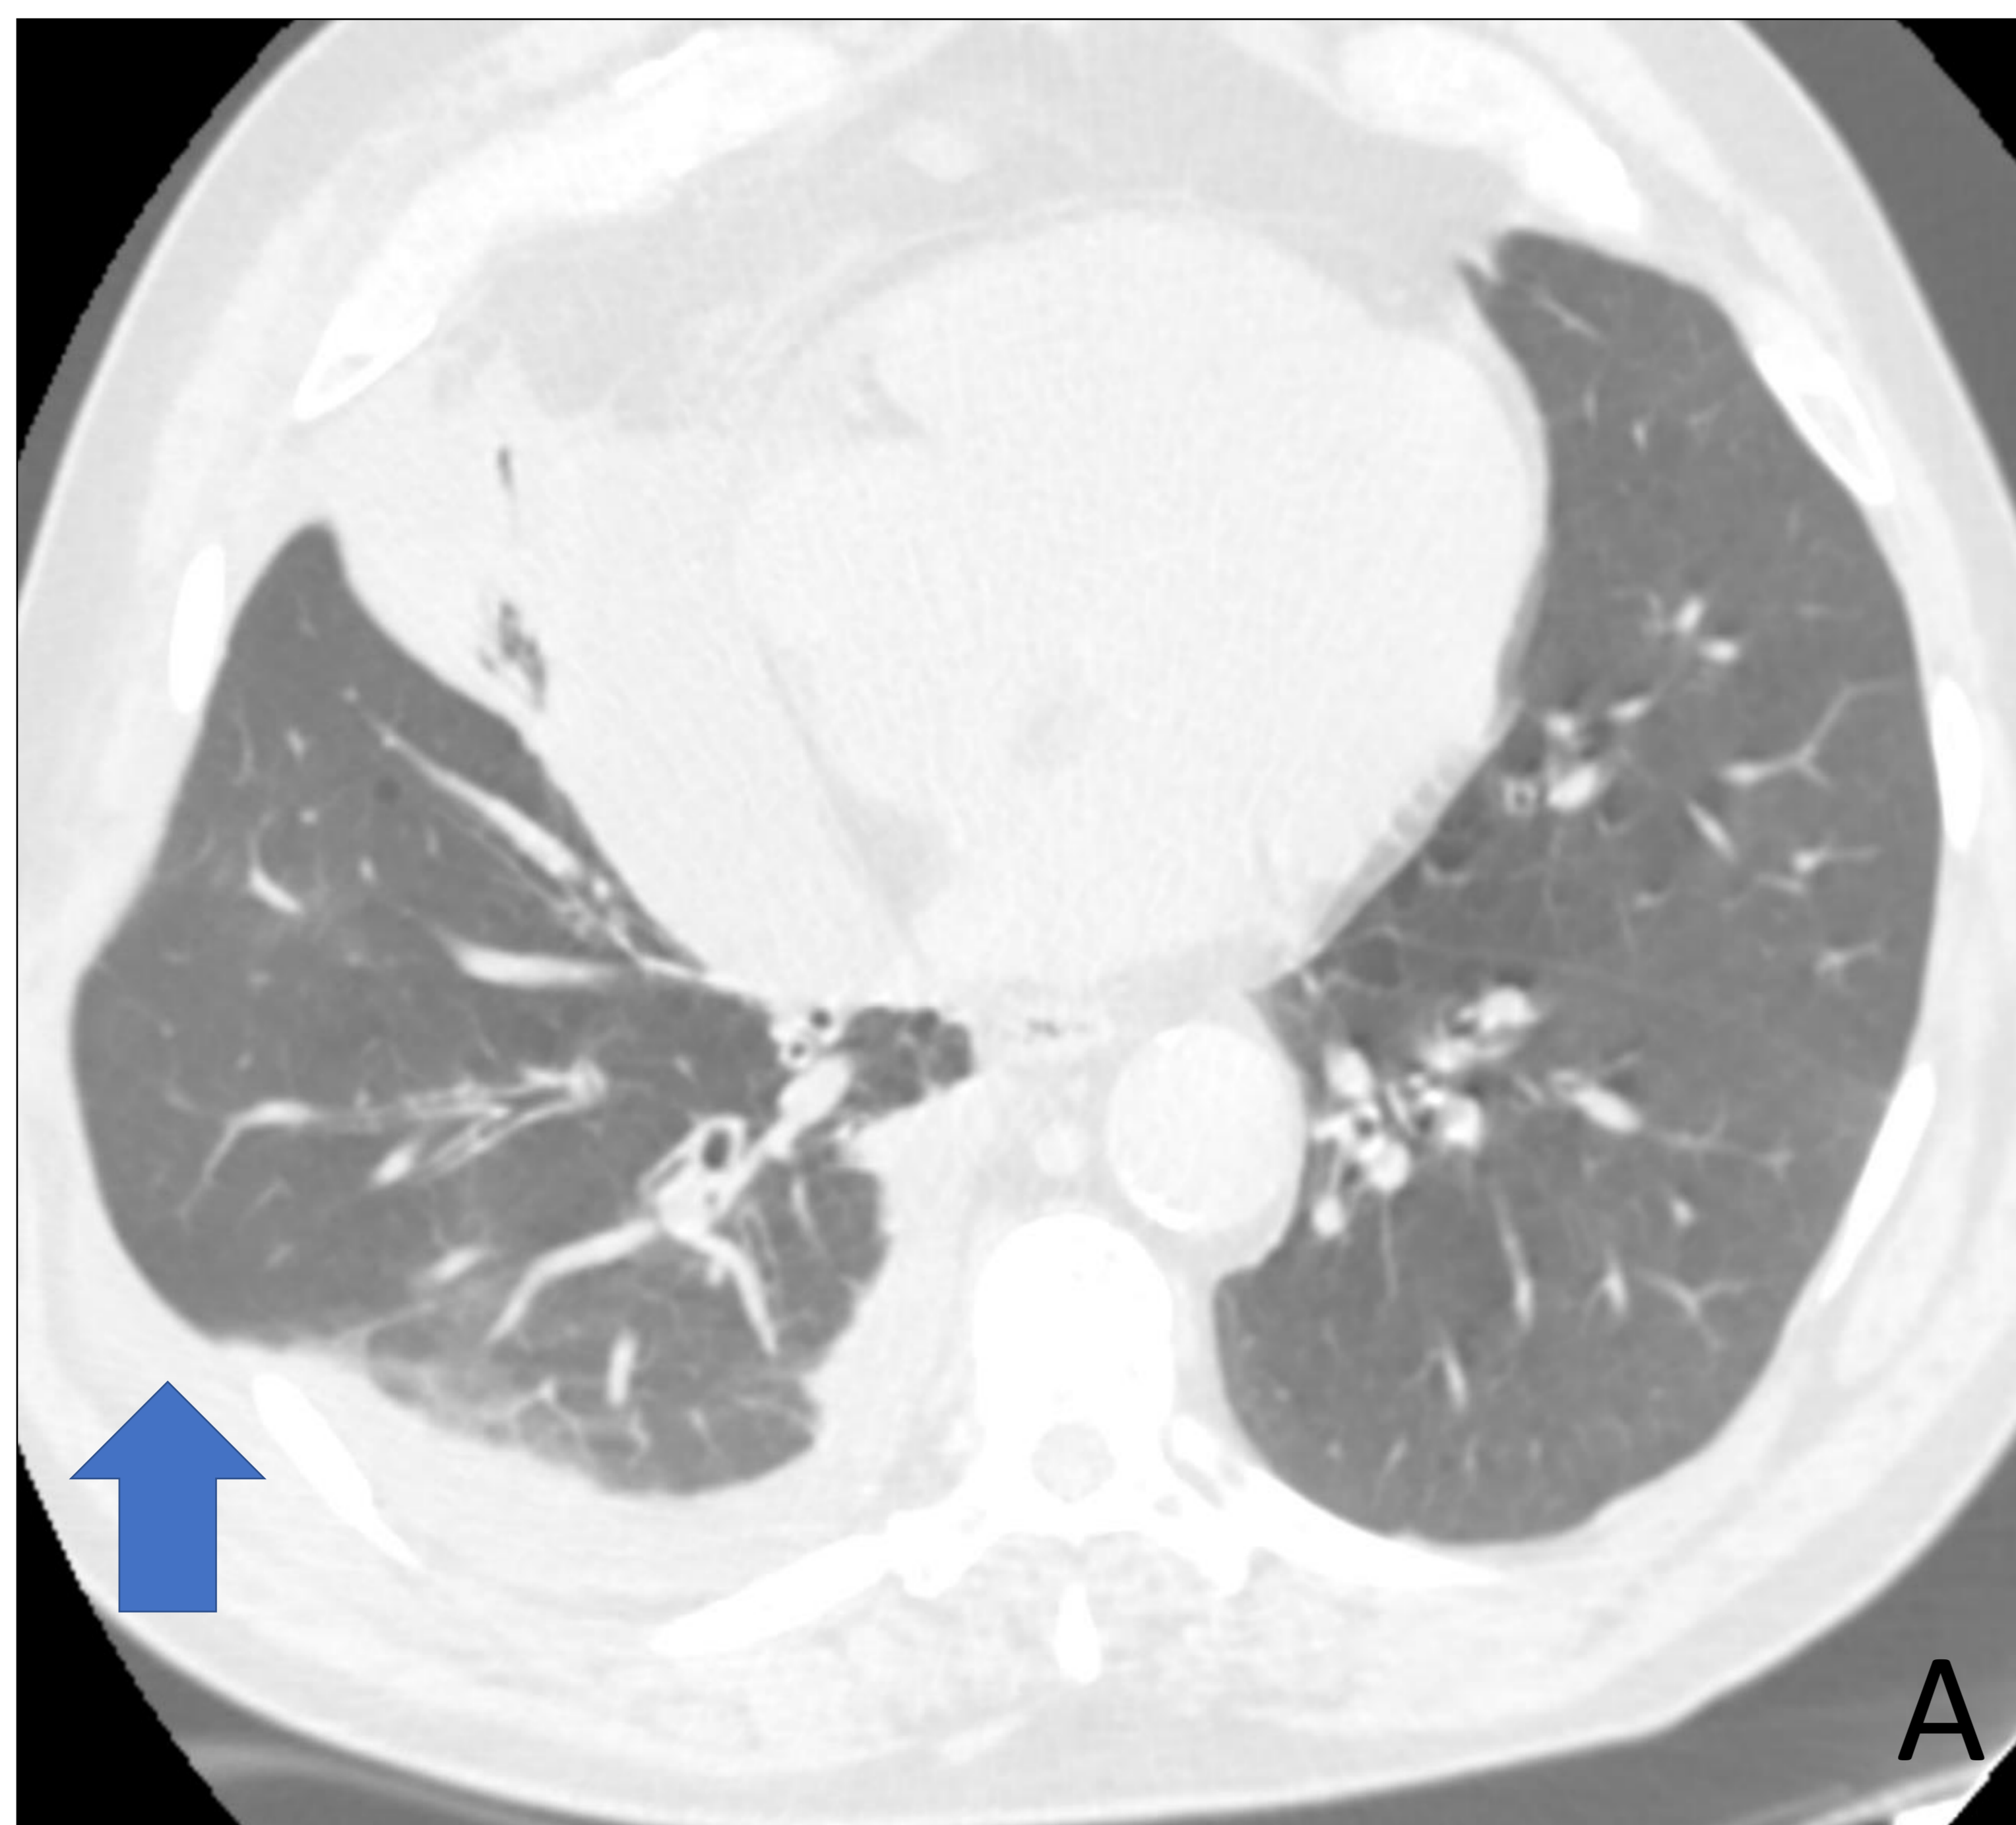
TC torácico basal con ventana de pulmón en plano axial (A) y en plano coronal (B) que muestra una protrusión del parénquima pulmonar mas allá de los límites de la cavidad torácica en base derecha, compatible con hernia pulmonar (flechas).
